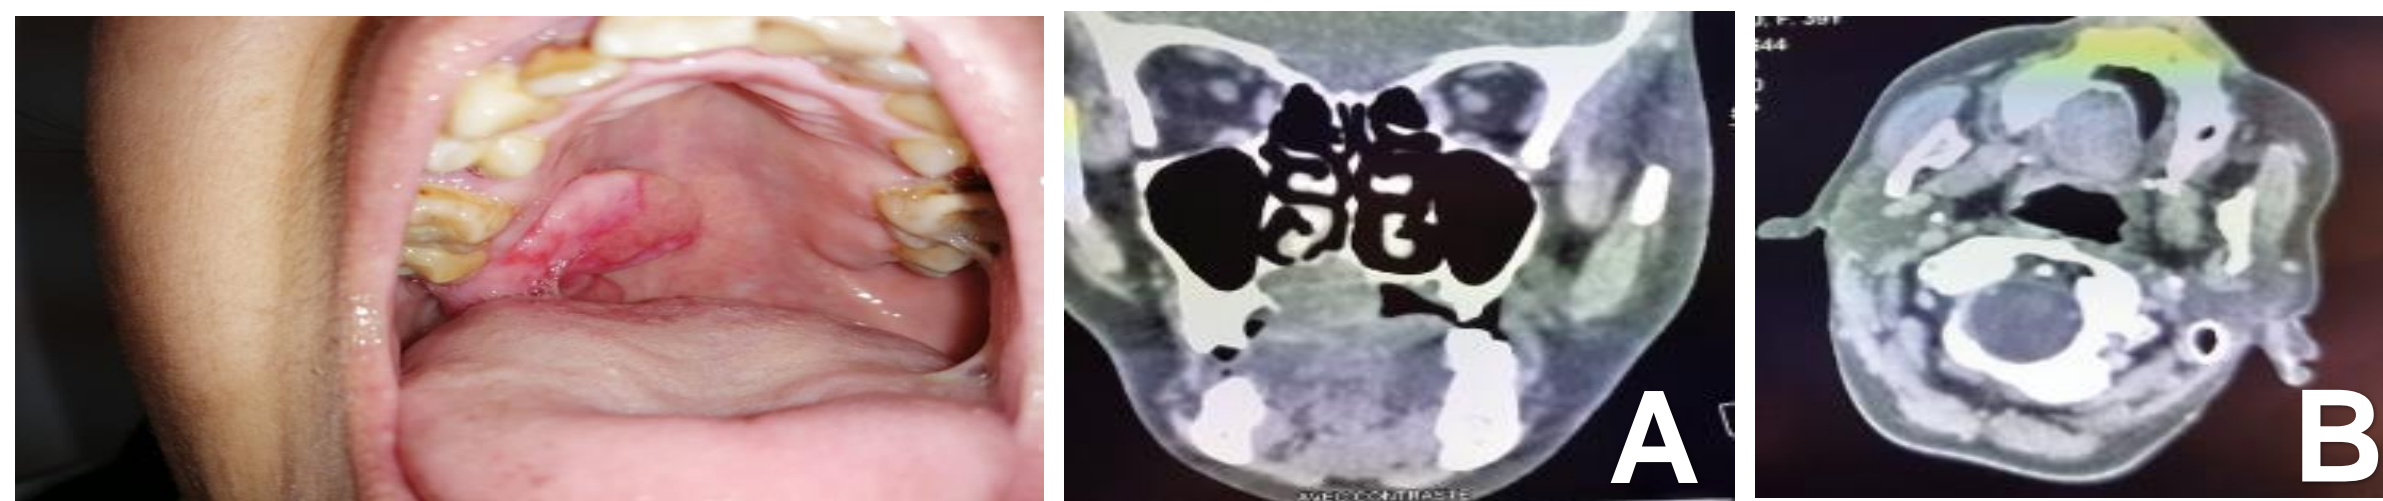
tumeur de la partie postérieure du palais dur droit Figure 2 : TDM (A) Coupes coronale et axiale (B)
